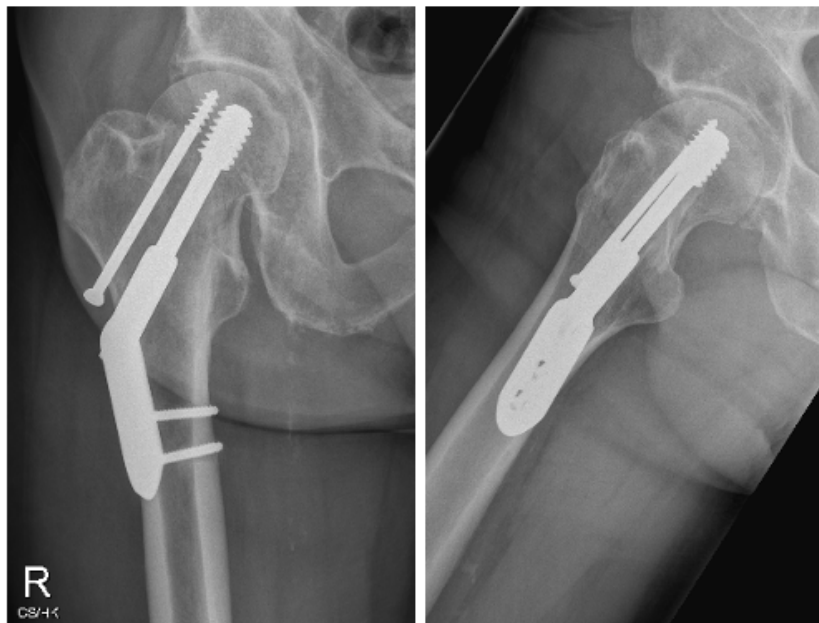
DHS mit Antirotationsschraube. Implantate in einem a.p.- (links) und einem axialen Röntgenbild (rechts).
